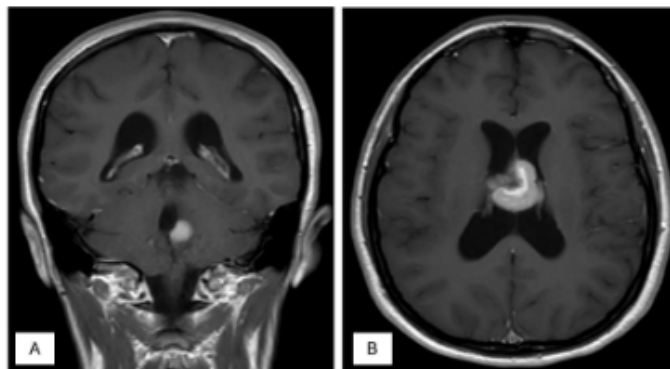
Imágenes correspondientes a la RM craneal 2022. Se muestran 2 de las 3 lesiones detectadas.
